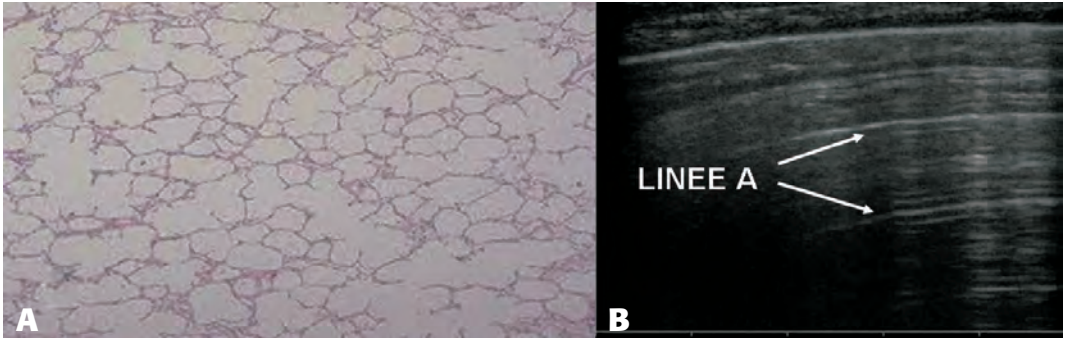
A) Istologia del polmone normale: i setti non vengono discriminati dal fascio ultrasonoro, ne deriva che l'immagine ecografica del polmone (B) è artefattuale, caratterizzata da riverberi della linea pleurica (linee A).
